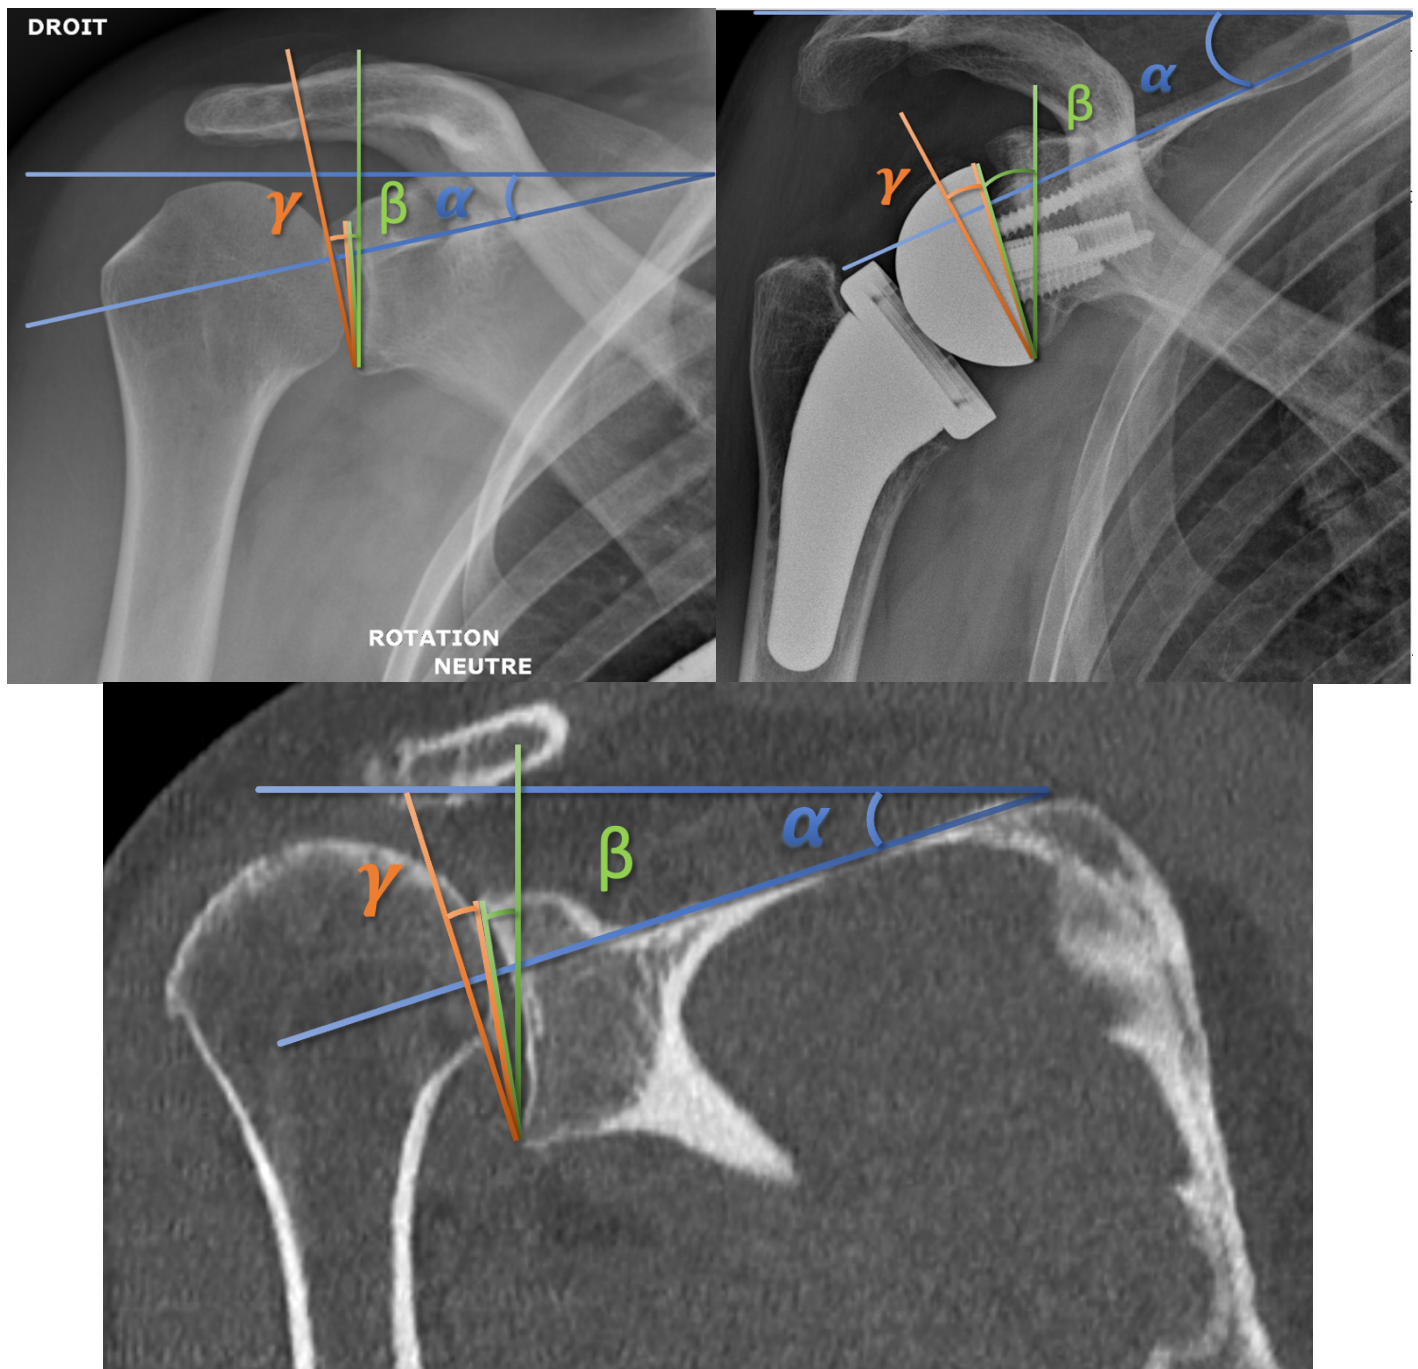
Représentation des mesures angulaires A : radiographique pré opératoire ; B : radiographique post opératoire) et C : scanographique
